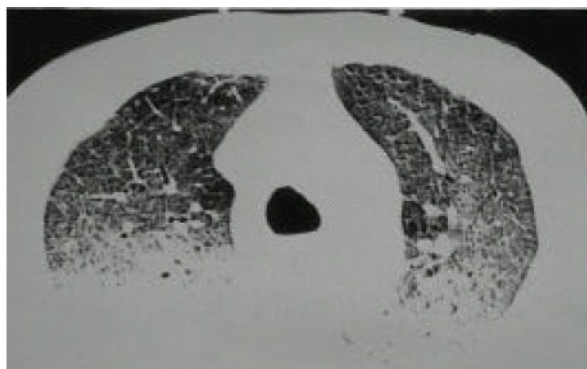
HRCT sken pořizený 2 dny po expozici ukazuje bilaterální konsolidaci vzdušného prostoru, zejména v závislých částech (Euy Lim et al., 1998).
